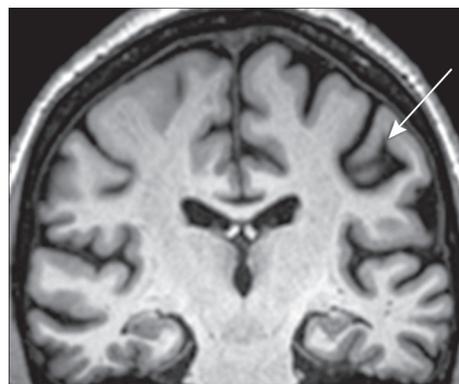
МР-томограмма головного мозга во фронтальной проекции (Т1-взвешенное изображение) больной П., 70 лет, с ЛФ ППА. Атрофия левой теменной доли (указано стрелкой).
